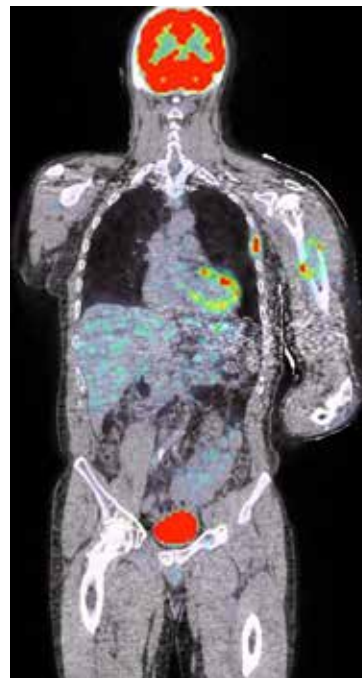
Le PET-scan est devenu un outil de routine dans la détection des métastases. Il fait partie du bilan d'extension d'un cancer dans la plupart des centres.
